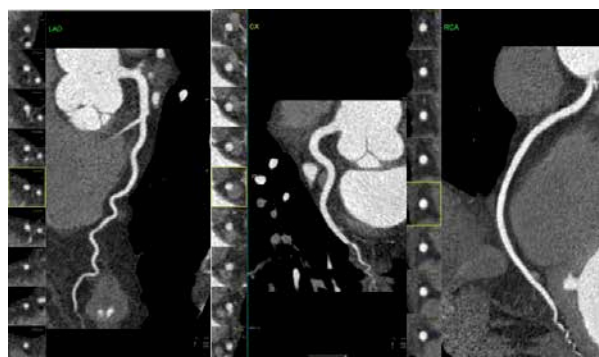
Angiocoronarografie CT - artere coronare fără stenozes
